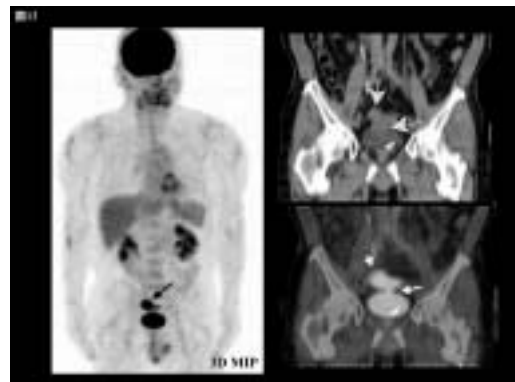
虫垂癌(粘液産生腺癌)のF-18 FDG PET/CT所見
